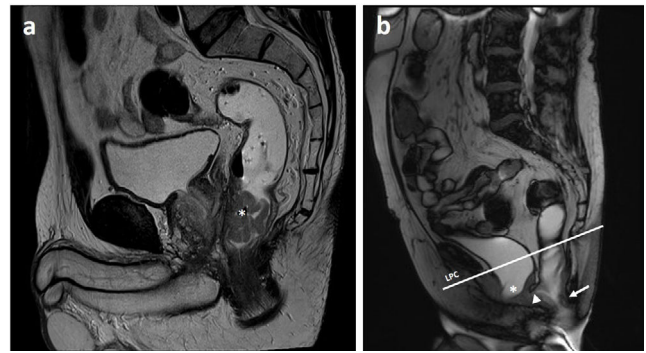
Imágenes de RM pélvica con secuencias potenciadas en T2 en el plano sagital tras la administración vía rectal de gel de ultrasonido (contraste bifásico). a) Neoplasia de recto inferior (asterisco). b) Debilidad del suelo pélvico con cistocele (asterisco), peritoneocele (punta de flecha) y rectocele (flecha).
